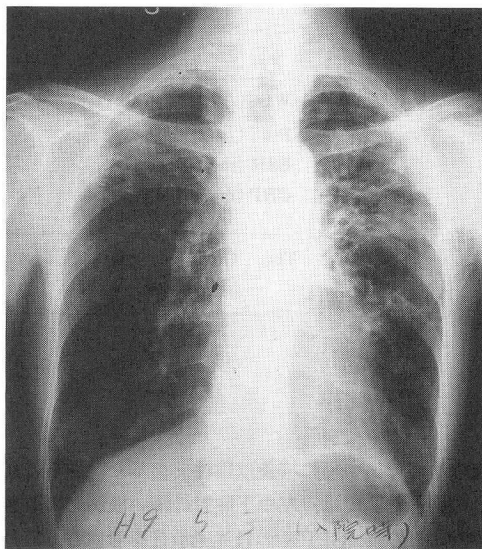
A chest X-ray film on admission
